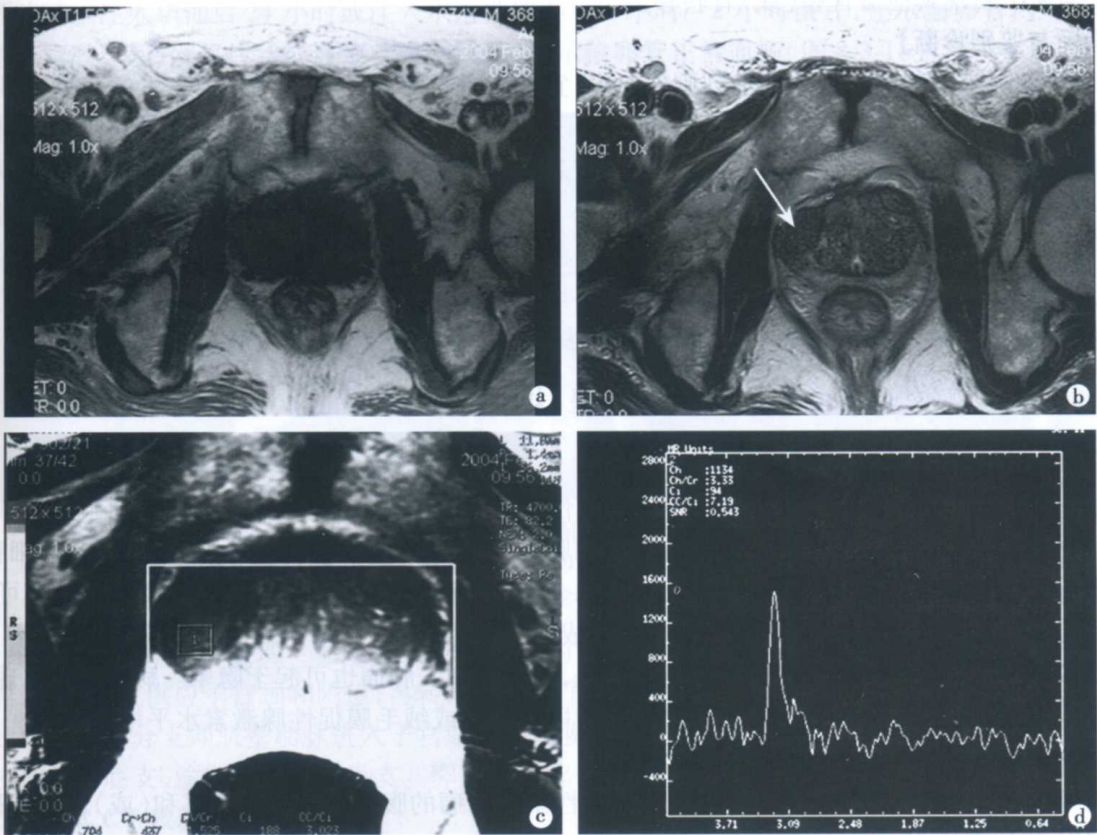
前列腺癌 MRI 和 MRS 表现
